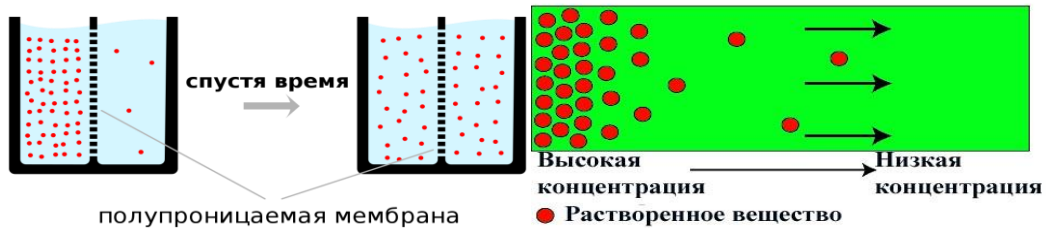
Процесс диффузии
